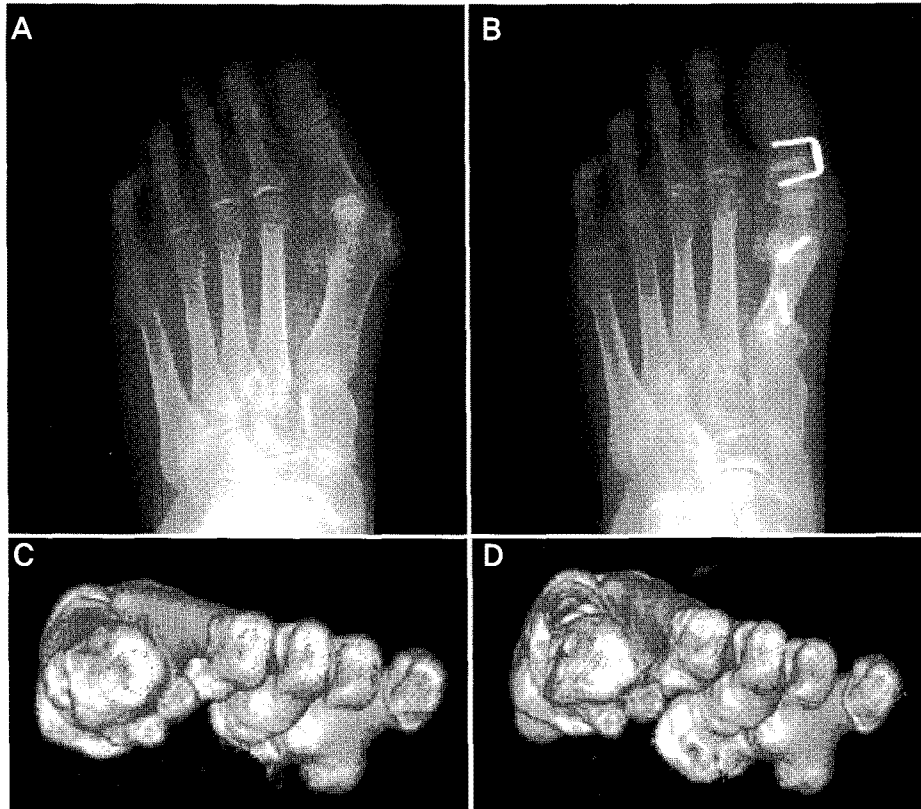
Plain weight bearing anteroposterior radiographs; Preop (A) and Postop (B) and 3-dimensional CT; Preop (C) and Postop (D) shows improved hallux valgus angle, first-second intermetatarsal angle and supination of the first metatarsal head after operation.
